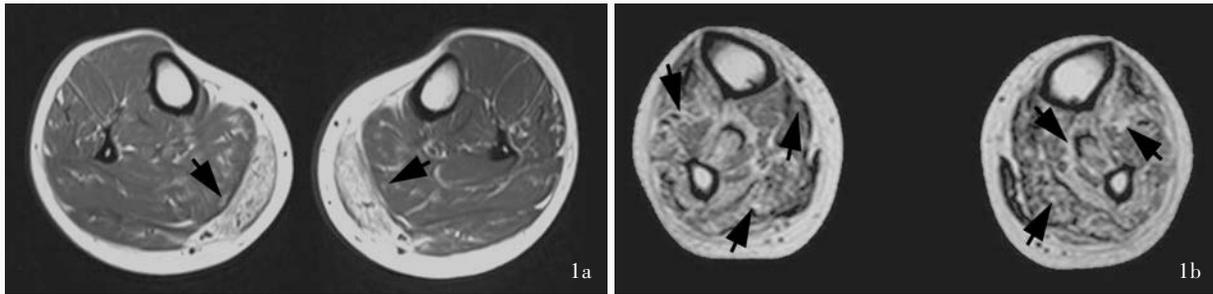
Dysferlin肌病患者双下肢肌肉MRI检查所见 1a 例1为MM型,横断面T₁WI显示,腓骨肌呈异常高信号影,提示脂肪化明显(箭头所示) 1b 例3为DMAT型,横断面T₁WI显示,小腿肌群呈异常高信号影,提示脂肪化明显(箭头所示)
